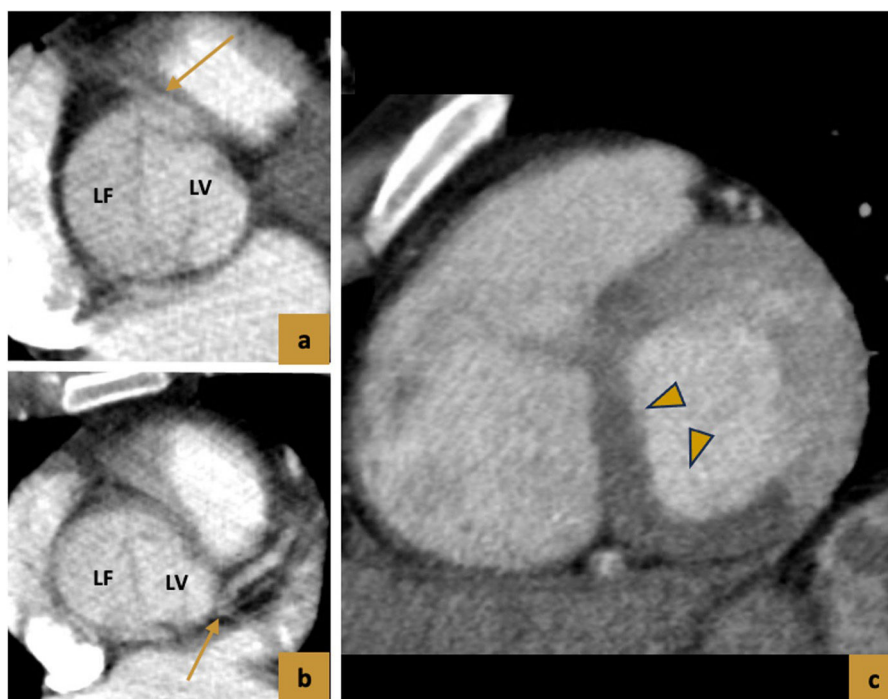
Disección tipo A complicada con infarto agudo de miocardio. (a y b) TC con contraste en fase arterial tardía, cortes axiales mostrando el origen de la coronaria derecha en la luz falsa y el origen de la izquierda en la luz verdadera (flechas). (c) TC con contraste en fase portal, corte oblicuo. Infarto transmural en segmentos basales inferoseptal e inferior basal (cabezas de flecha) en relación con infarto agudo en territorio de la arteria coronaria derecha.
